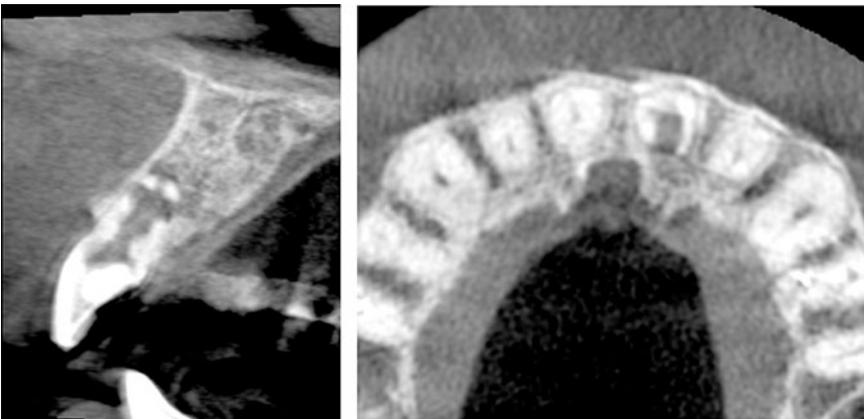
Imágenes de Tomografía Computada Cone Beam del elemento 21. Izq: Corte sagital. Der: Corte transversal.
